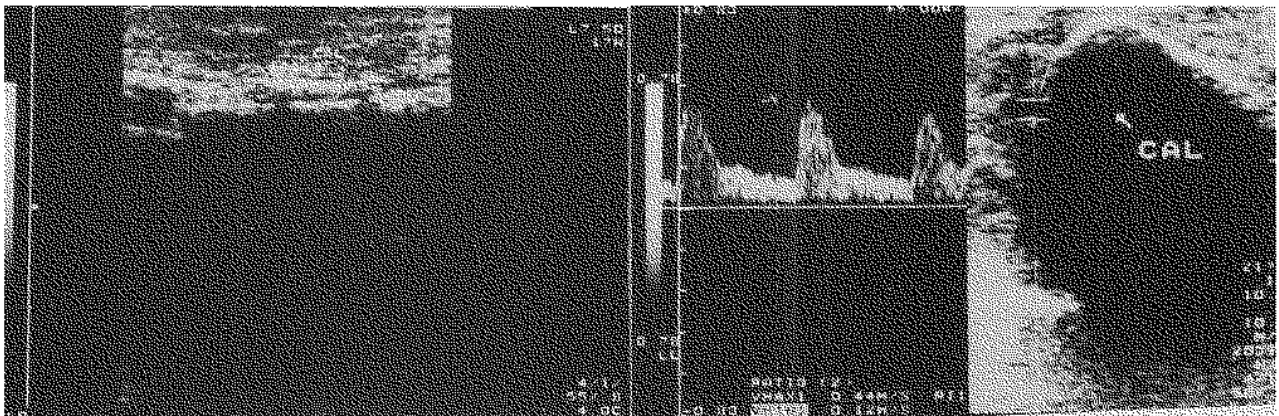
Image échographique et écho-Doppler de la vascularisation du site fracturaire. Cinquième semaine.
